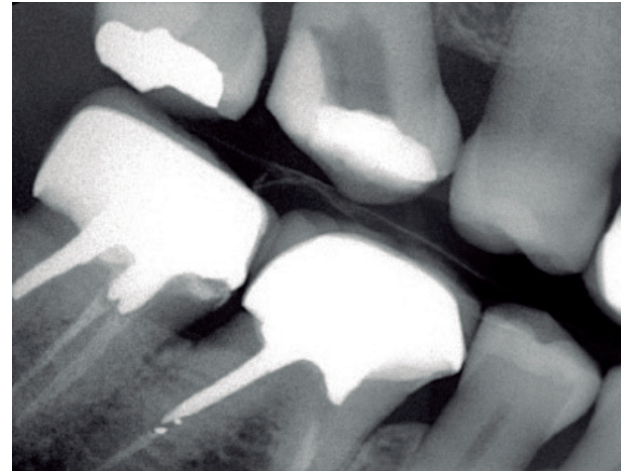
Radiografía interproximal preoperatoria.
